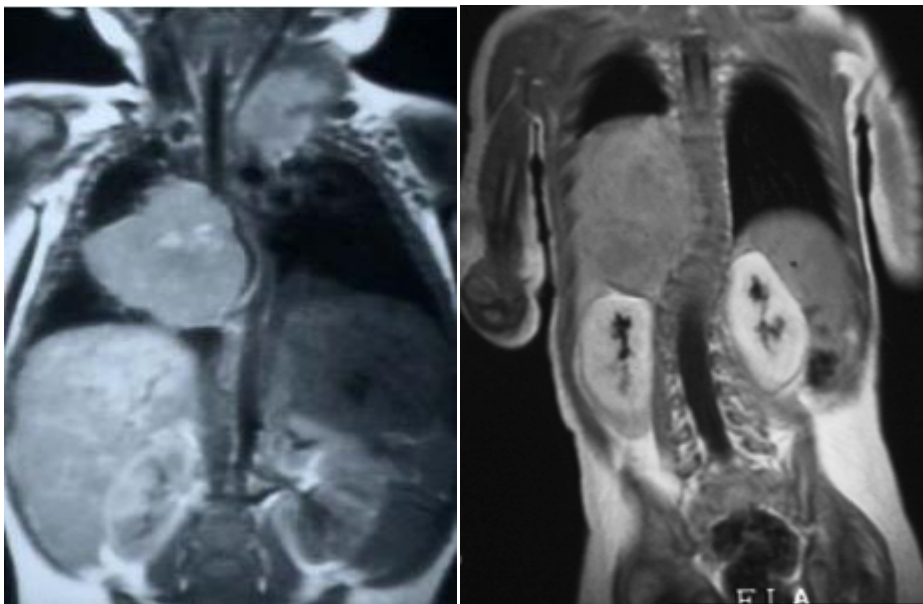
On met en évidence sur ces clichés IRM une masse latéro-thoracique droite [69]
